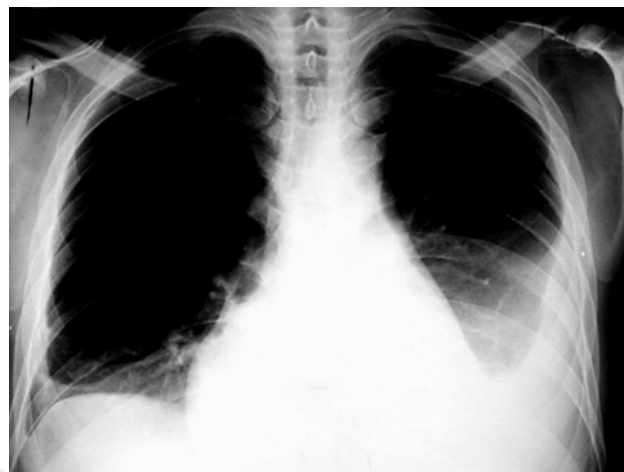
Radiografía de tórax con imagen de derrame pleural bilateral de predominio izquierdo.
